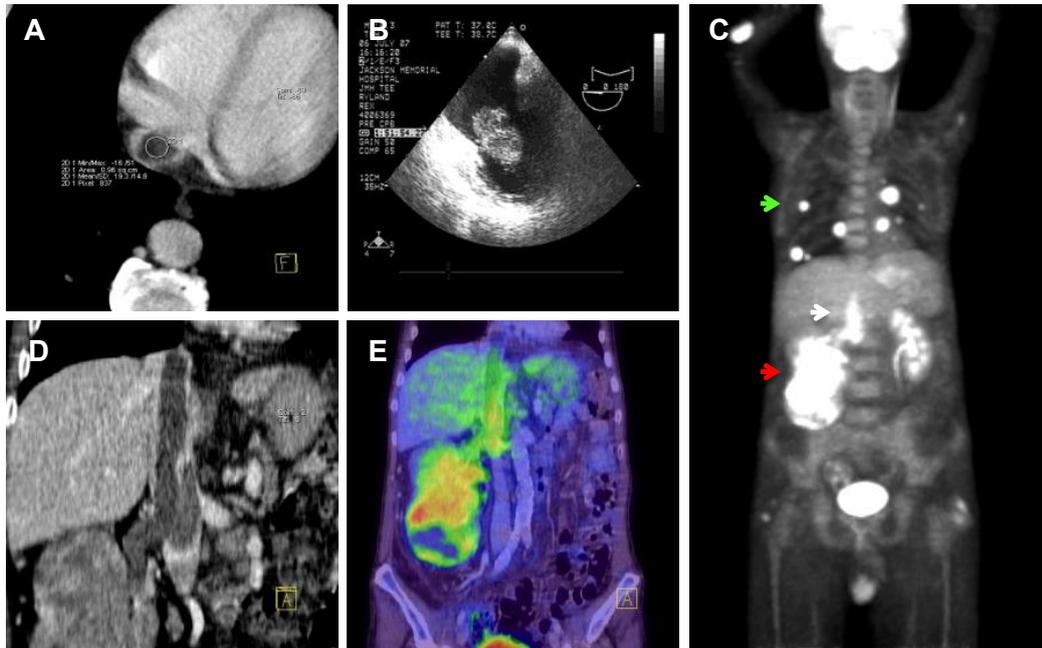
Diferentes modalidades de diagnóstico por imagen para la determinación de afección venosa tumoral en el contexto del carcinoma de células renales. Trombosis intra-auricular en tomografía computarizada (A). Trombosis intra-auricular en imagen de ecocardi transesofágica (B). PET-TC que muestra una gran masa renal derecha (flecha roja) con afección venosa tumoral de nivel IV (flecha blanca) y múltiples focos de captación correspondiente a metástasis pulmonares (flecha verde) (C). Imagen de TC que muestra el compromiso intravascular de la vena cava inferior hasta la aurícula derecha (D). Imagen de PET-TC superponible con una masa a nivel de la unidad renal derecha y la trombosis endovenosa tumoral (E).
